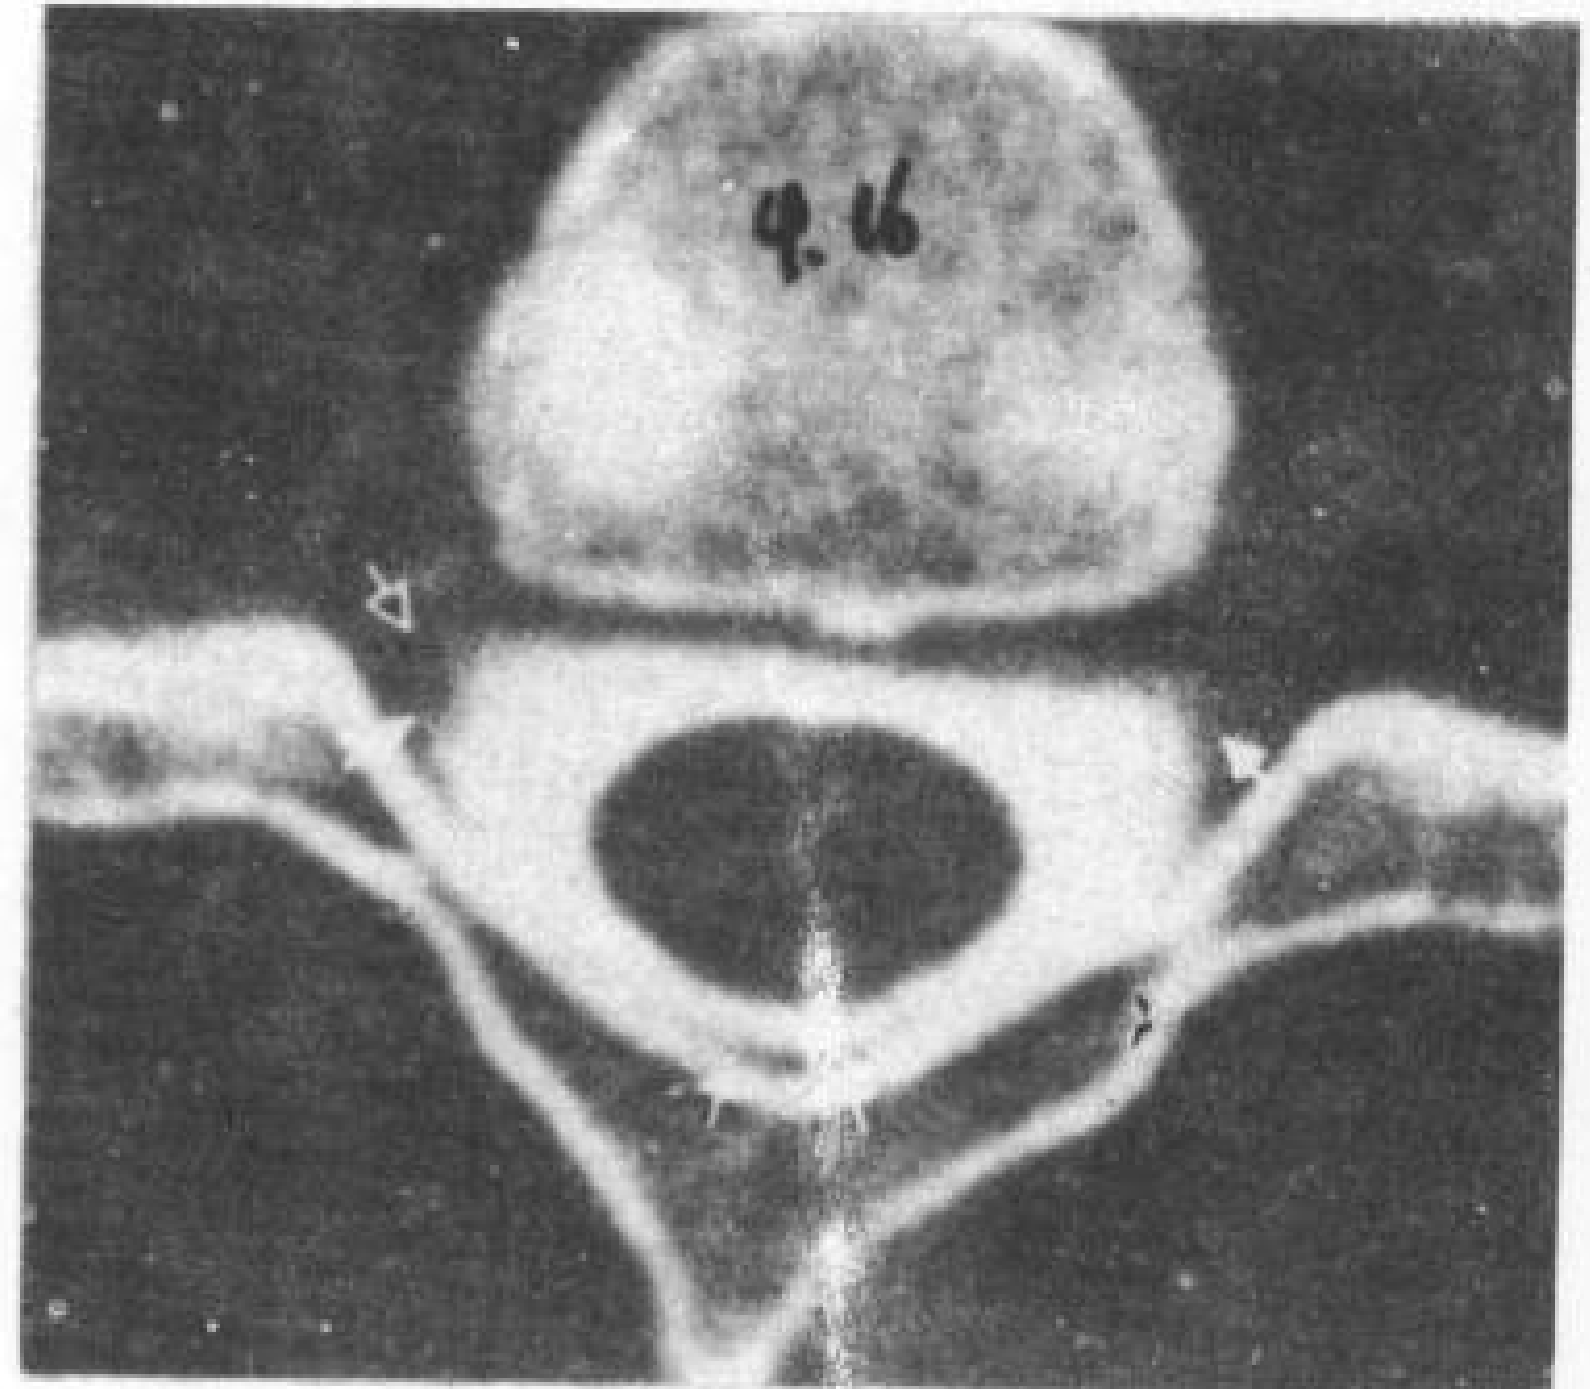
C<sub>5</sub>-C<sub>6</sub>椎间孔平面CT横断象。◼—神经根套;◼—硬膜外脂肪。
